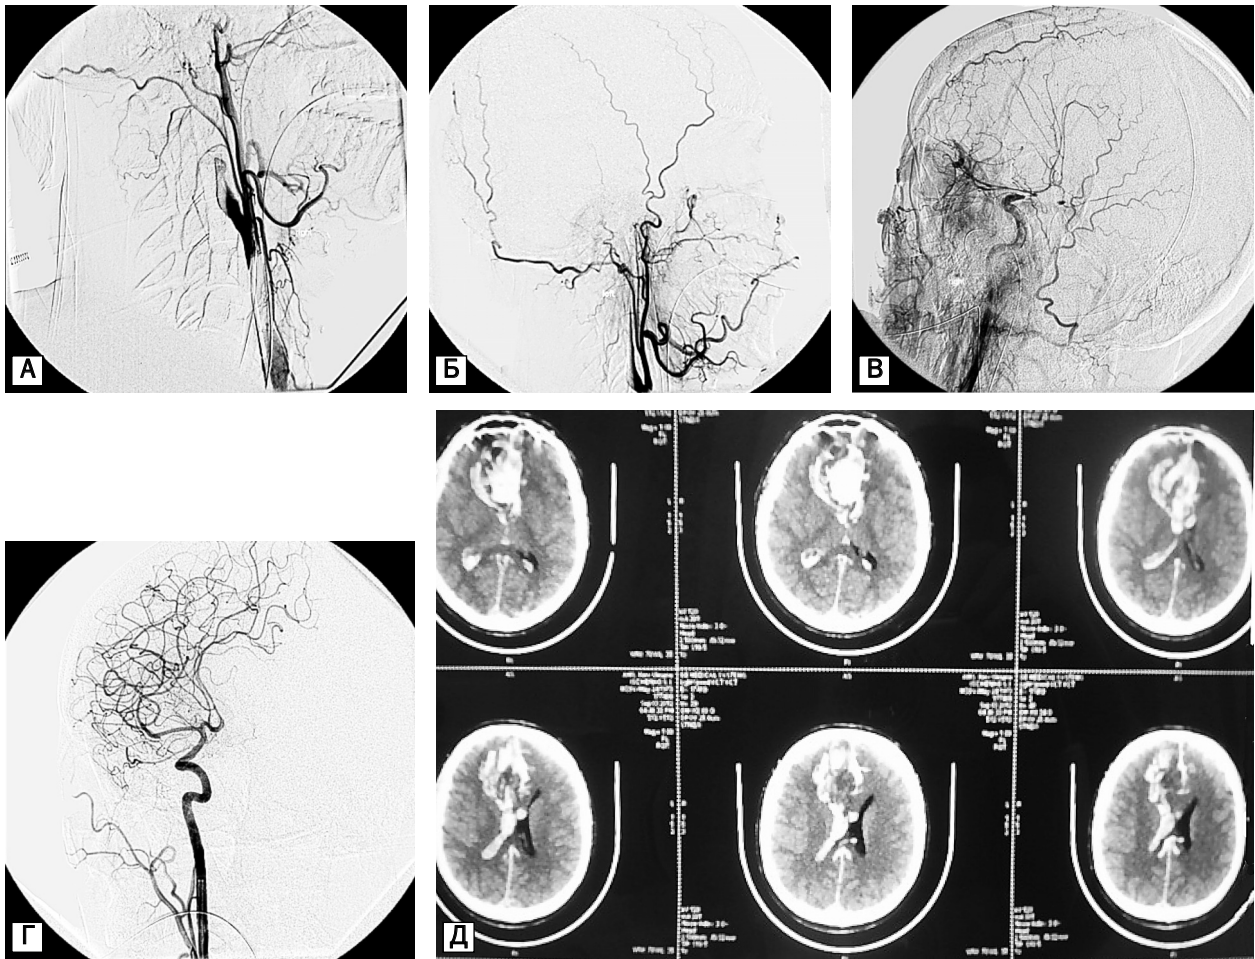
Больной И., 40 лет. Повторное кровоизлияние через сутки после инициальной окклюзии (СПВК): выраженный ангиоспазм, тампонада МА — без изменений (А—Г); компьютерная томограмма (Д)
